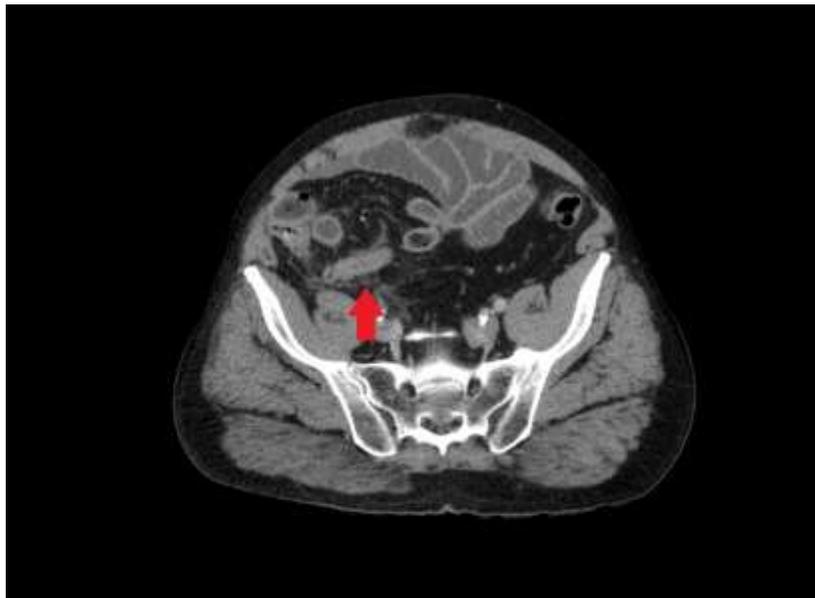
Imagen de TAC: Marcada con flecha se visualiza el apéndice cecal engrosado.
